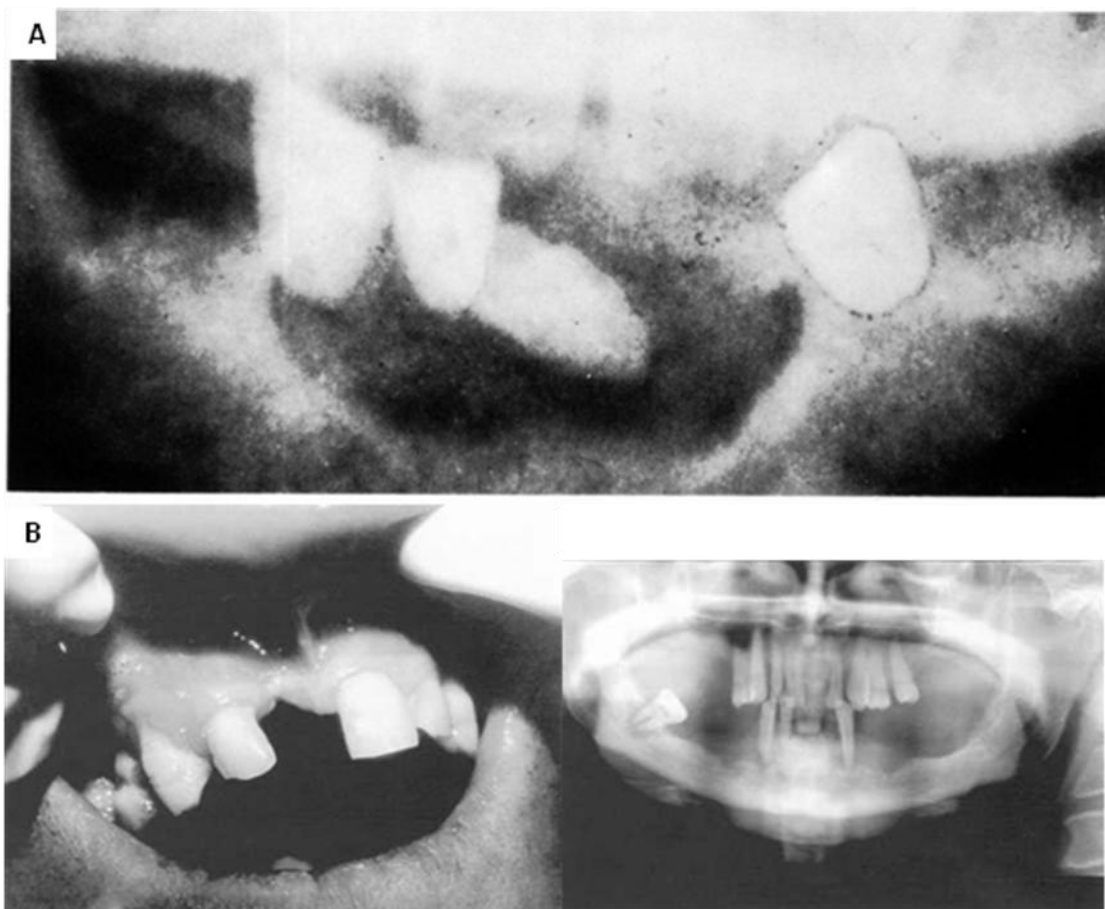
81. A. Destrucción periodontal difusa alrededor de los incisivos inferiores en un paciente con enfermedad de Hand-Schuelller-Christian. B. Manifestación Oral en un paciente con enfermedad de Hand-Schuelller-Christian, la radiografía panorámica muestra gran destrucción ósea alveolar.
